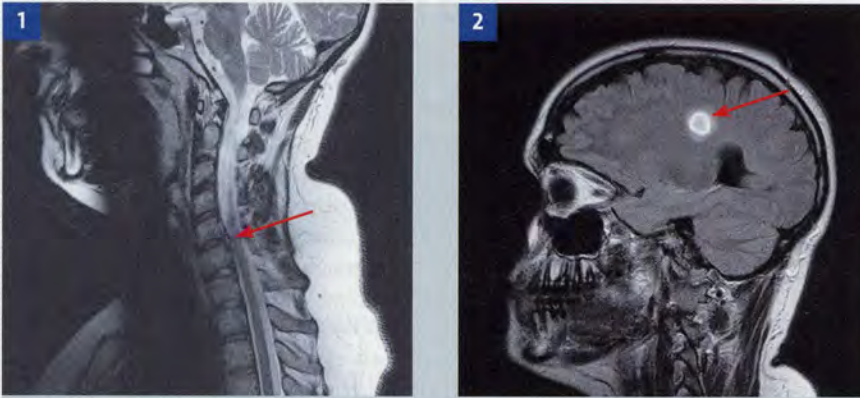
MRT der Halswirbelsäule; kräftiger sequestrierter links-paramedianer Prolaps C5/C6, Abb. 2: MRT des Schädels; ein circa 2 cm großer Plaque ist sichtbar
